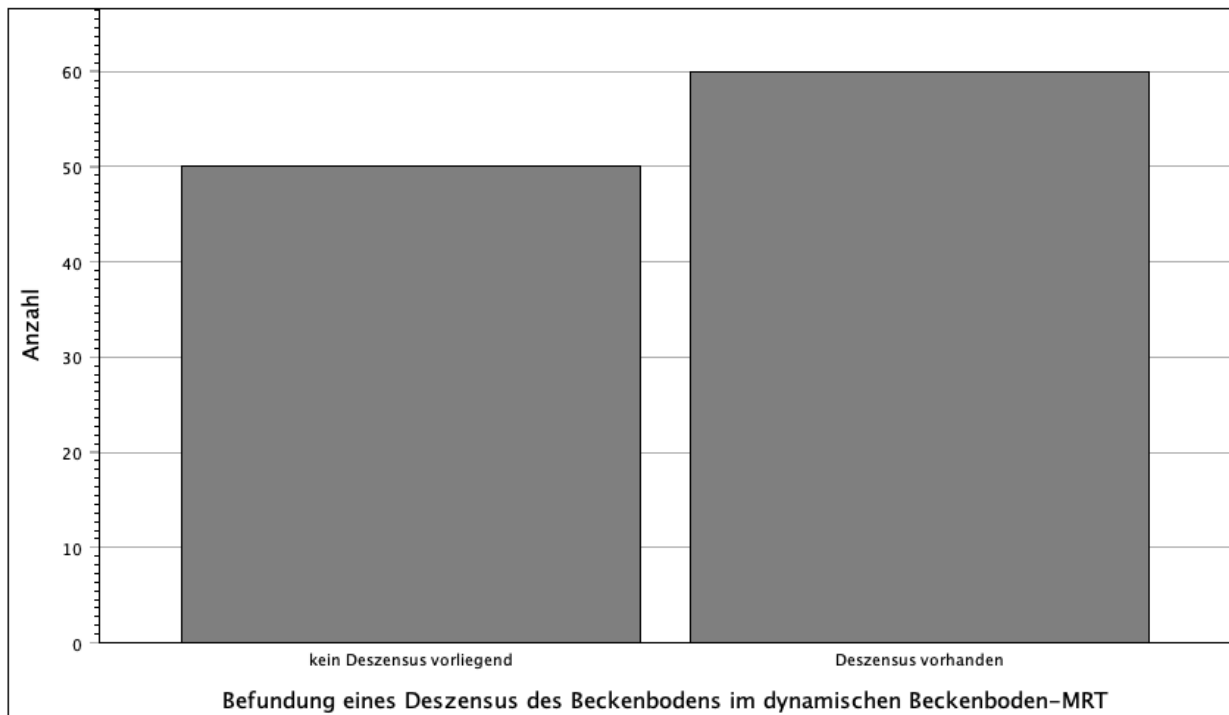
Befundung eines Deszensus des Beckenbodens im dynamischen Beckenboden-MRT
